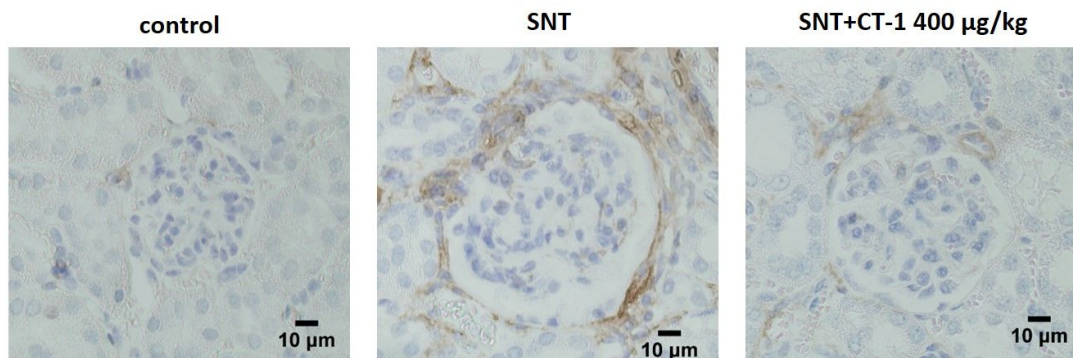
Análisis de la expresión de α-SMA. Imágenes representativas de inmunohistoquímica de α-SMA de los glomérulos de ratones controles y 21 días tras la administración de SNT y CT-1 400 µg/kg. Control (n=6), SNT (n=9), SNT+CT-1 400 µg/kg (n=8). Magnificación original 400X. α-SMA: actina de músculo liso vascular, CT-1: cardiotrofina-1, SNT: suero nefrotóxico.
